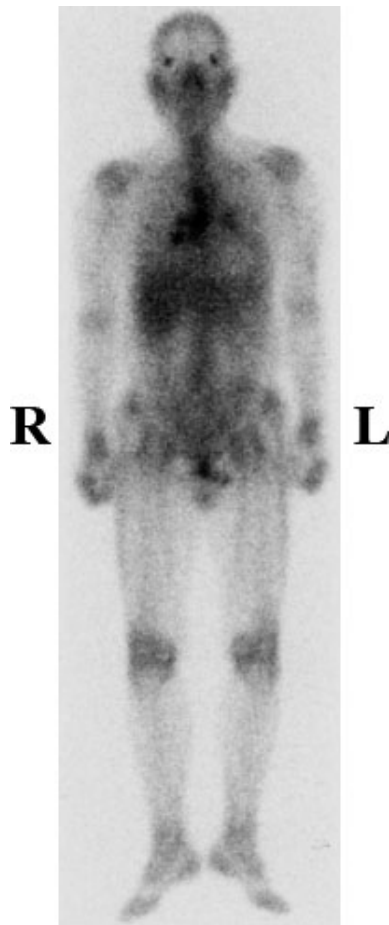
A ⁶⁷Ga-citrate scintigram showing abnormal uptake in mediastinal and bilateral hilar lymph nodes.
